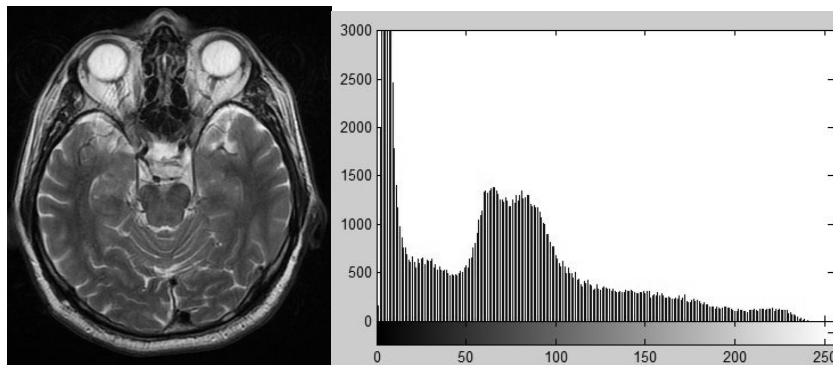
RMN de craniu și histograma aferentă.
